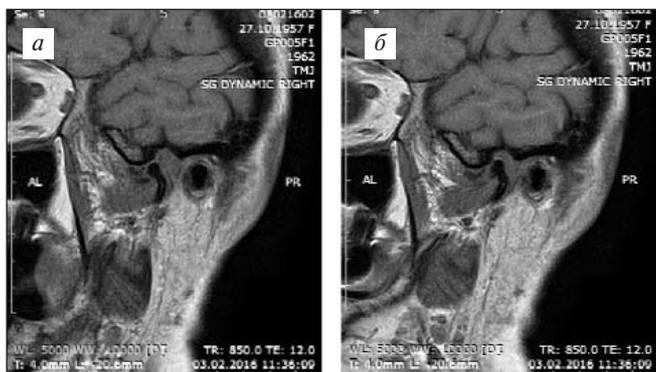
МРТ правого ВНЧС: косо-сагитальный срез в положении с открытым (а) и закрытым ртом (б) через 6 мес после операции
